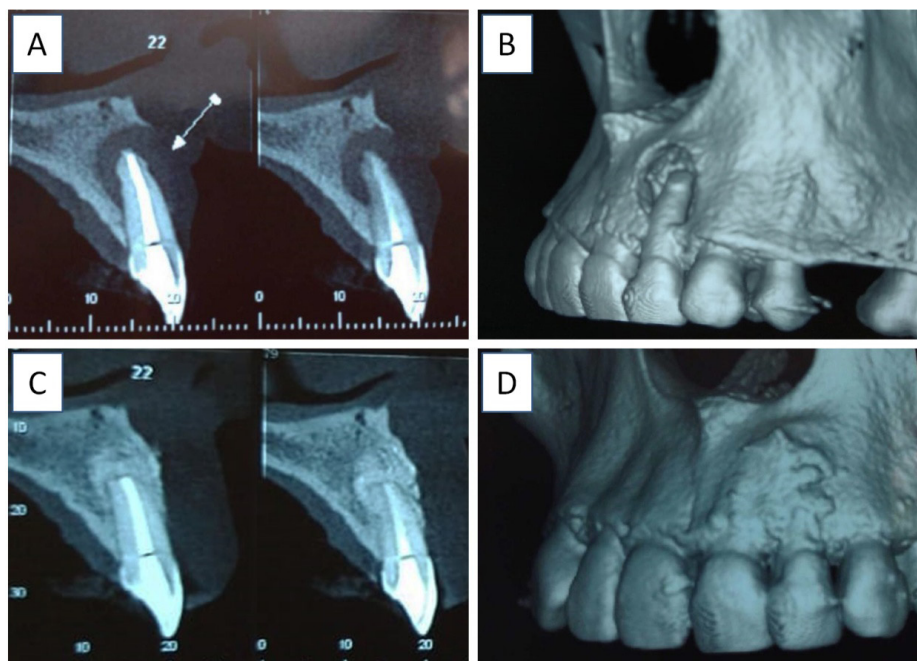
A) Cortes tomográficos mostrando a área da lesão periapical. B) Reconstrução tridimensional da maxila mostrando a área da extensa lesão periapical. C) Pós-operatório de 8 meses mostrando o resultado do procedimento realizado. D) Reconstrução tridimensional da maxila evidenciando a regeneração óssea guiada
